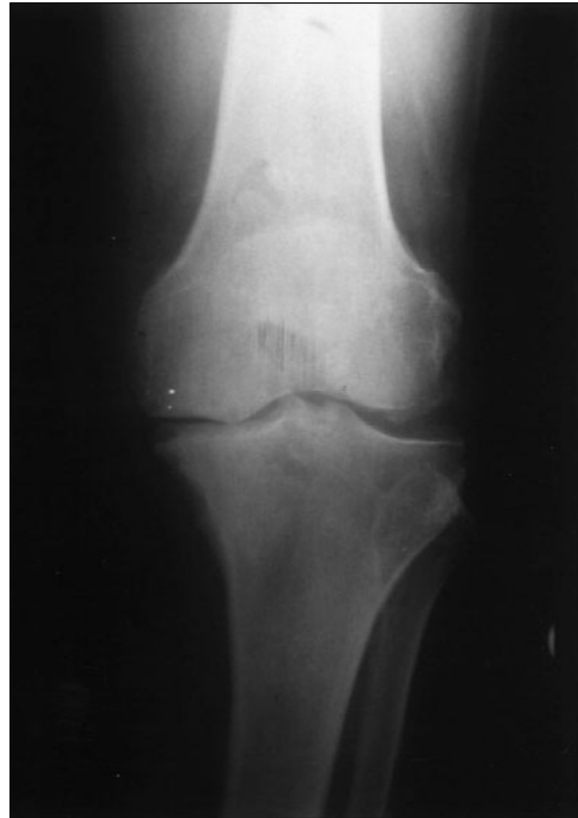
Radiografía. Grado IV.
